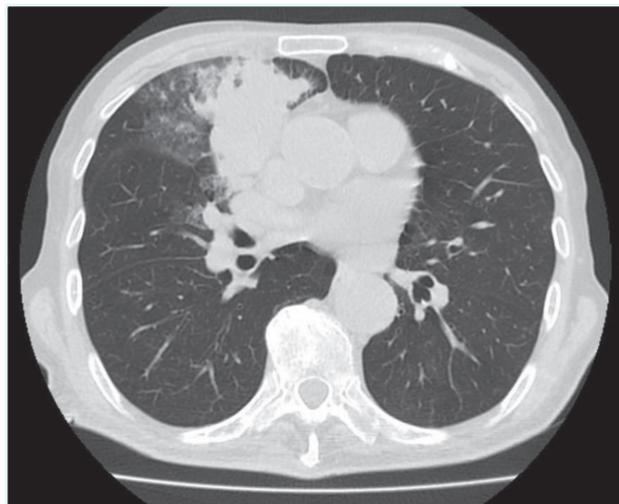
Corte transversal de TAC de novembro de 2018 (ao diagnóstico).
